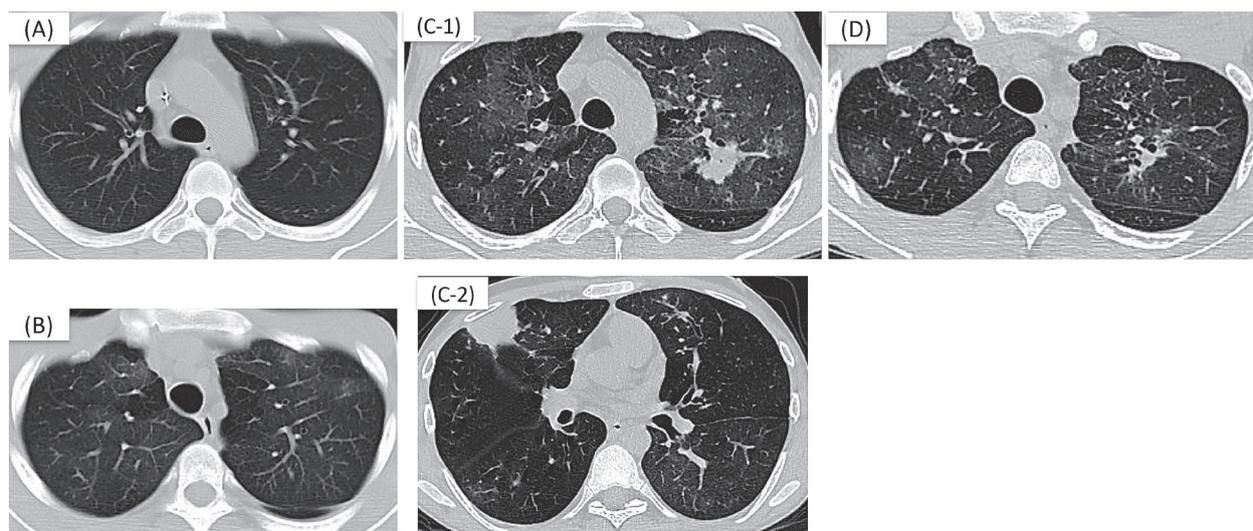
(A) Chest CT before hematopoietic stem cell transplantation. There were no findings to suspect nontuberculous mycobacteriosis or bronchiolitis obliterans. (B) CT at the appearance of respiratory distress. There was the mosaic pattern suspected of air trapping due to bronchiolitis obliterans in the bilateral upper lobe. (C-1, 2) CT at the time of diagnosis of pulmonary nontuberculous mycobacteriosis. The increasing mosaic pattern, and a nodule in the left upper lobe were detected. (D) CT two months after starting pulmonary nontuberculous mycobacteriosis treatment (INH/RFP/EB). The nodule shadow in the left upper lobe had shrunk. The mosaic pattern associated with bronchiolitis obliterans remained.
